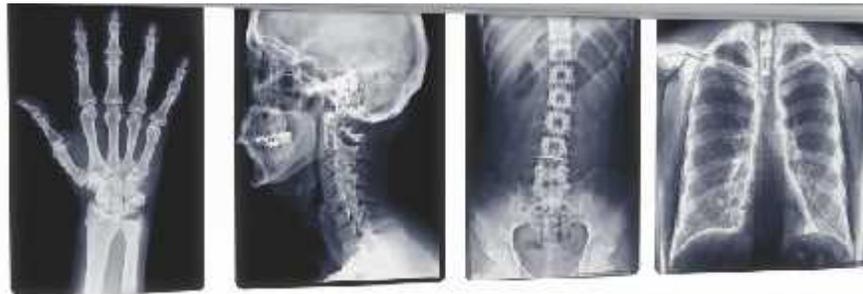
Tipo de radiografías utilizadas en medicina.
